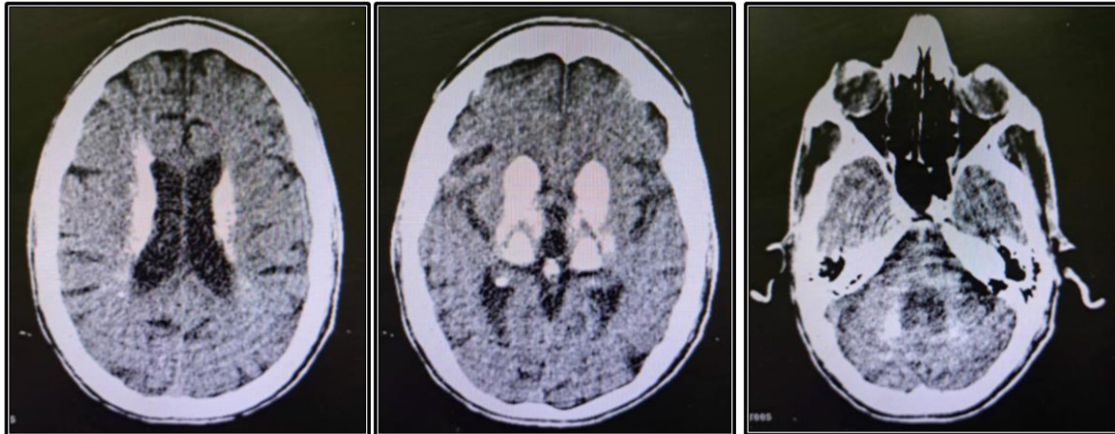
Tomograf3a computarizada de cr1neo simple
